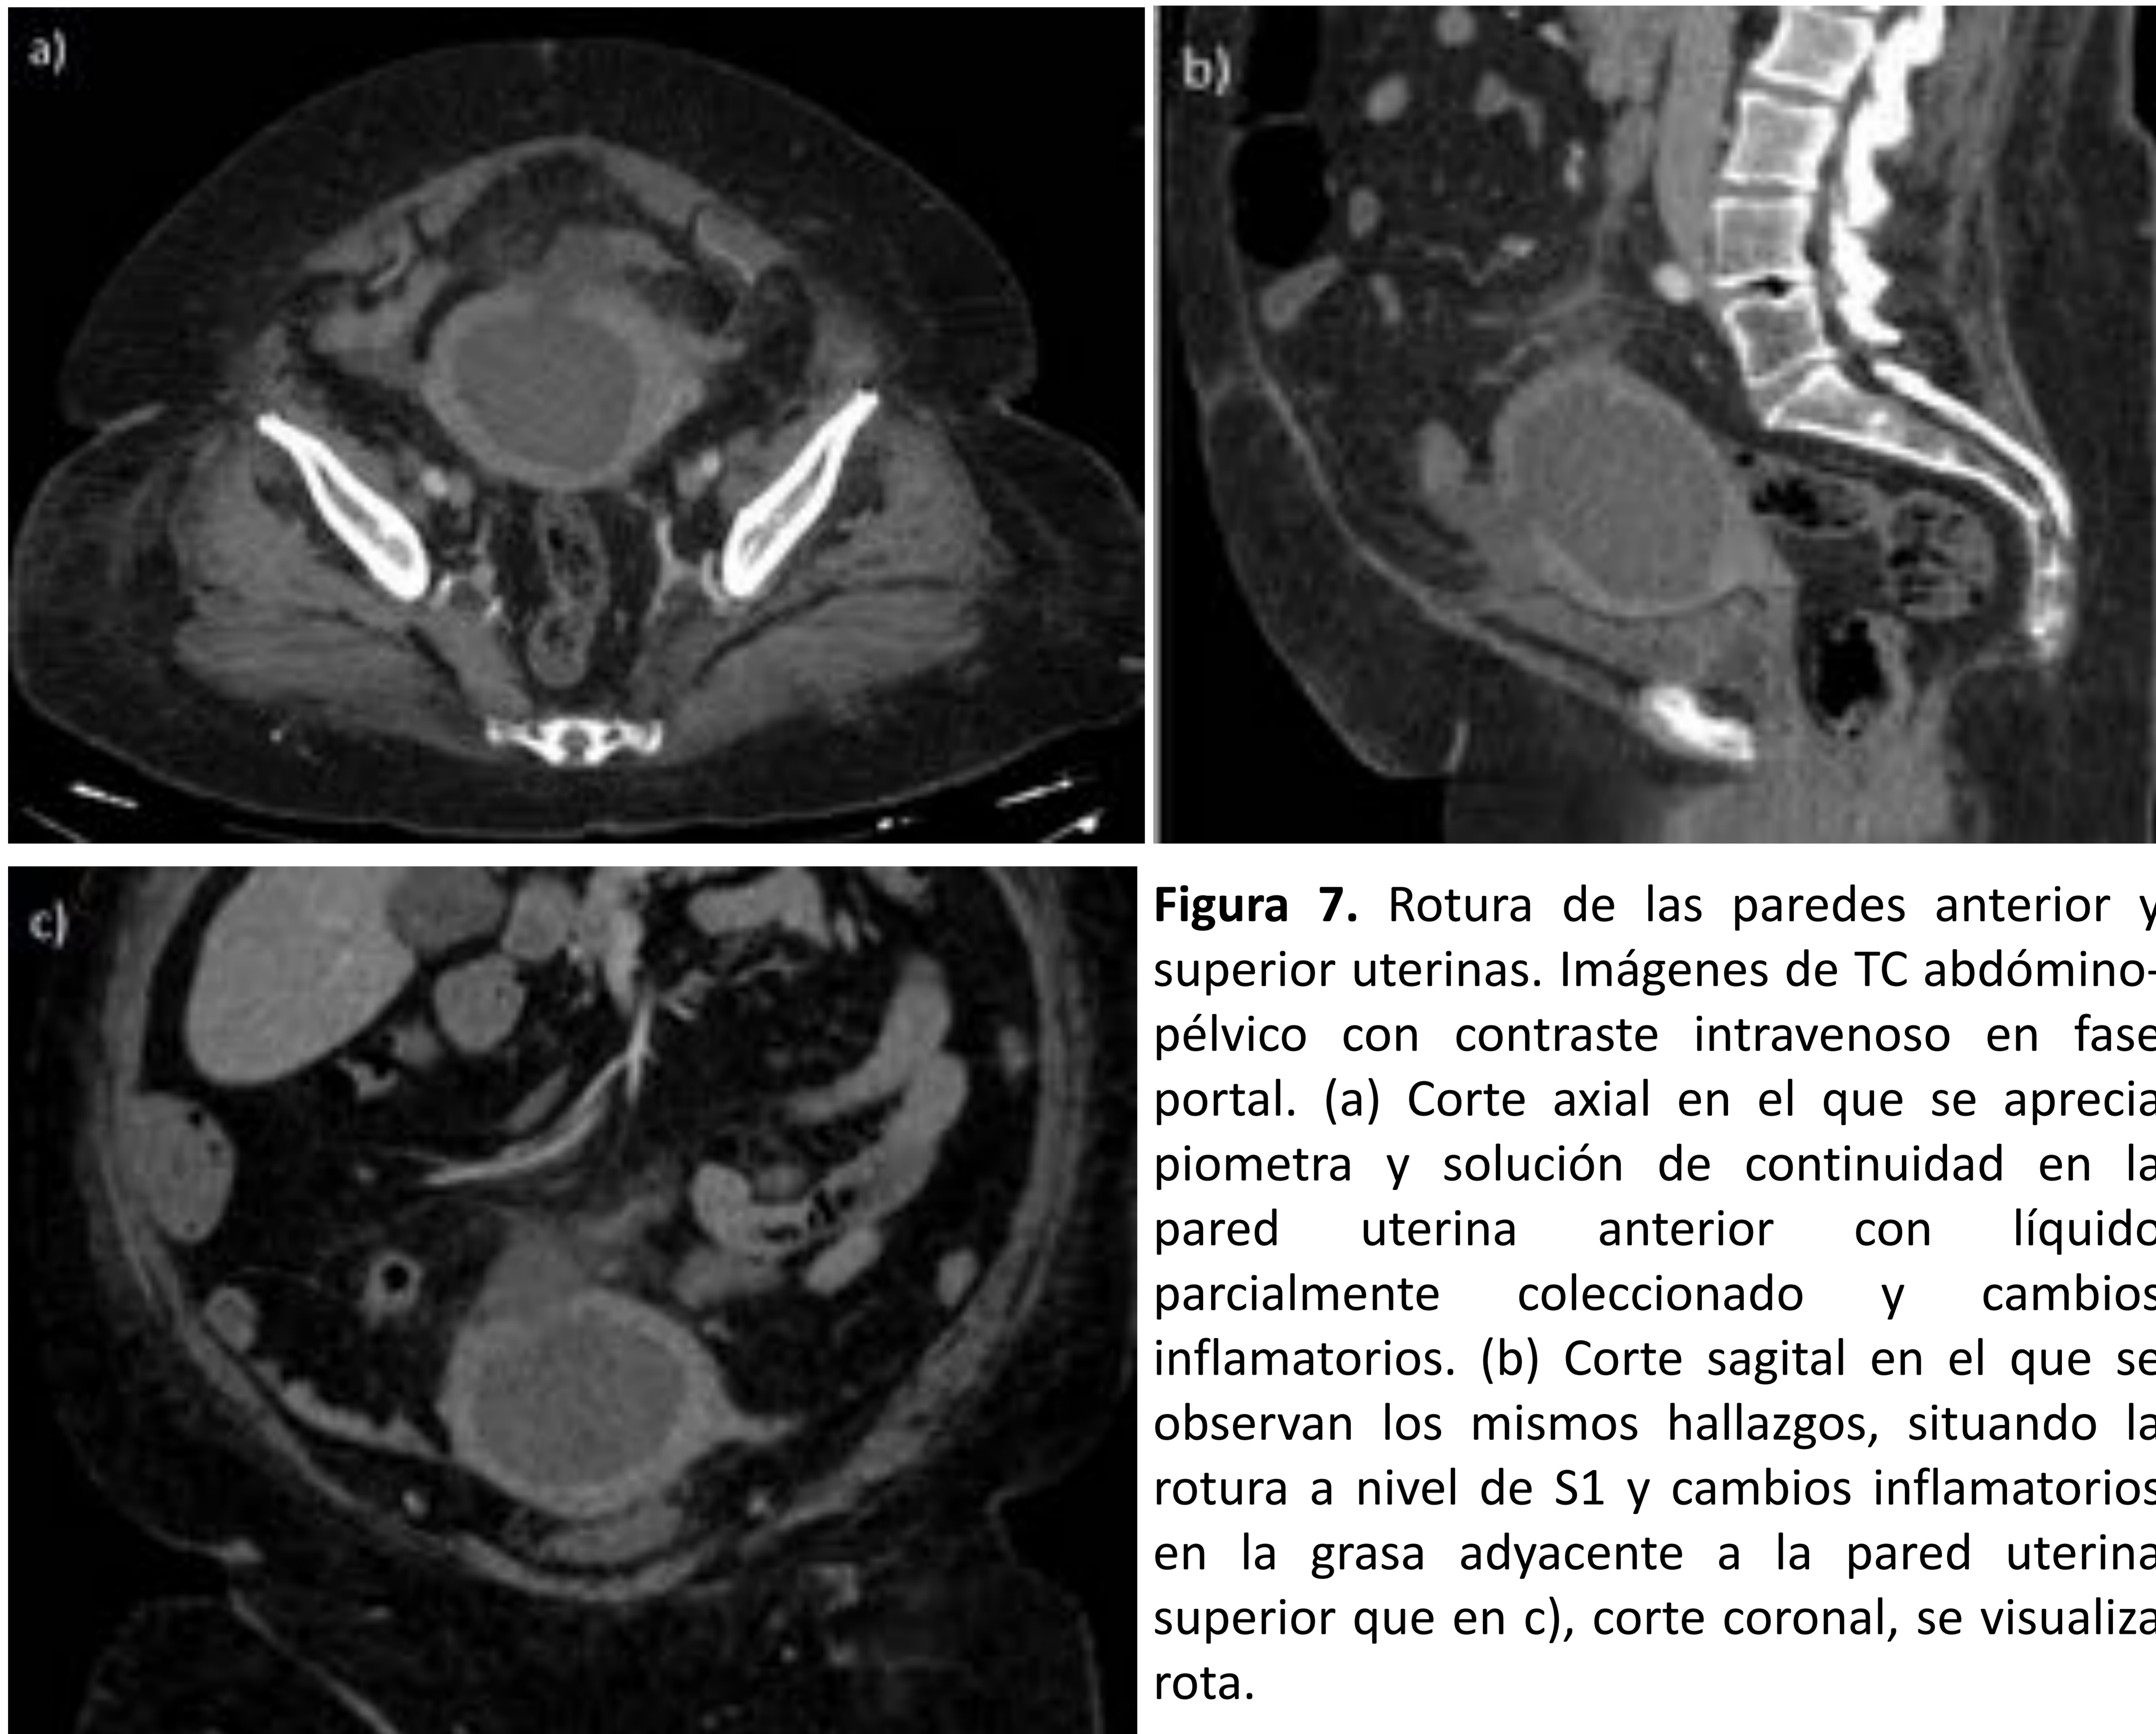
Rotura de las paredes anterior y superior uterinas. Imágenes de TC abdomino-pélvico con contraste intravenoso en fase portal. (a) Corte axial en el que se aprecia piometra y solución de continuidad en la pared uterina anterior con líquido parcialmente coleccionado y cambios inflamatorios. (b) Corte sagital en el que se observan los mismos hallazgos, situando la rotura a nivel de S1 y cambios inflamatorios en la grasa adyacente a la pared uterina superior que en c), corte coronal, se visualiza rota.
